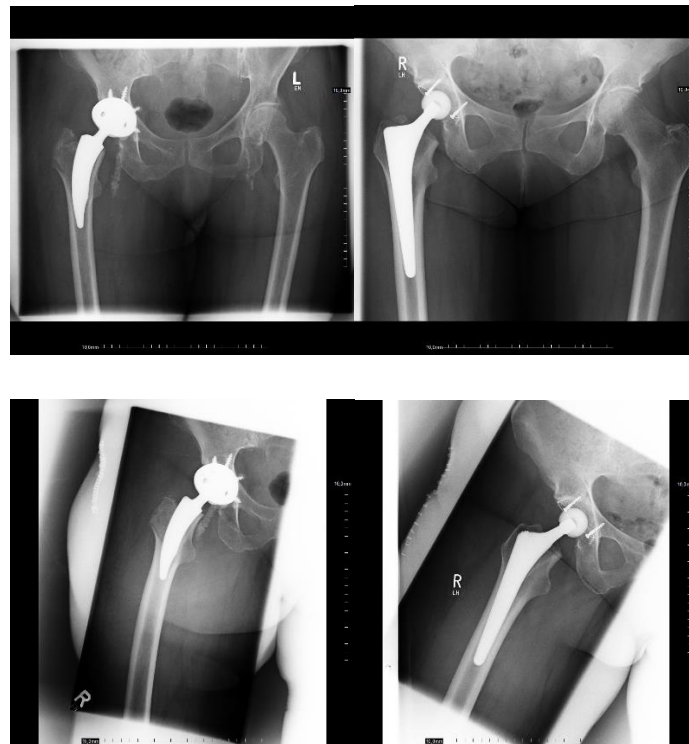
Röntgenbild Nanos (links), Röntgenbild ProxyPlus (rechts)
